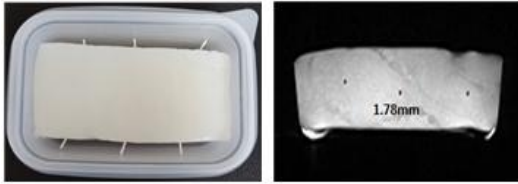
PLA MRI phantom(left), PLA MRI(right)
